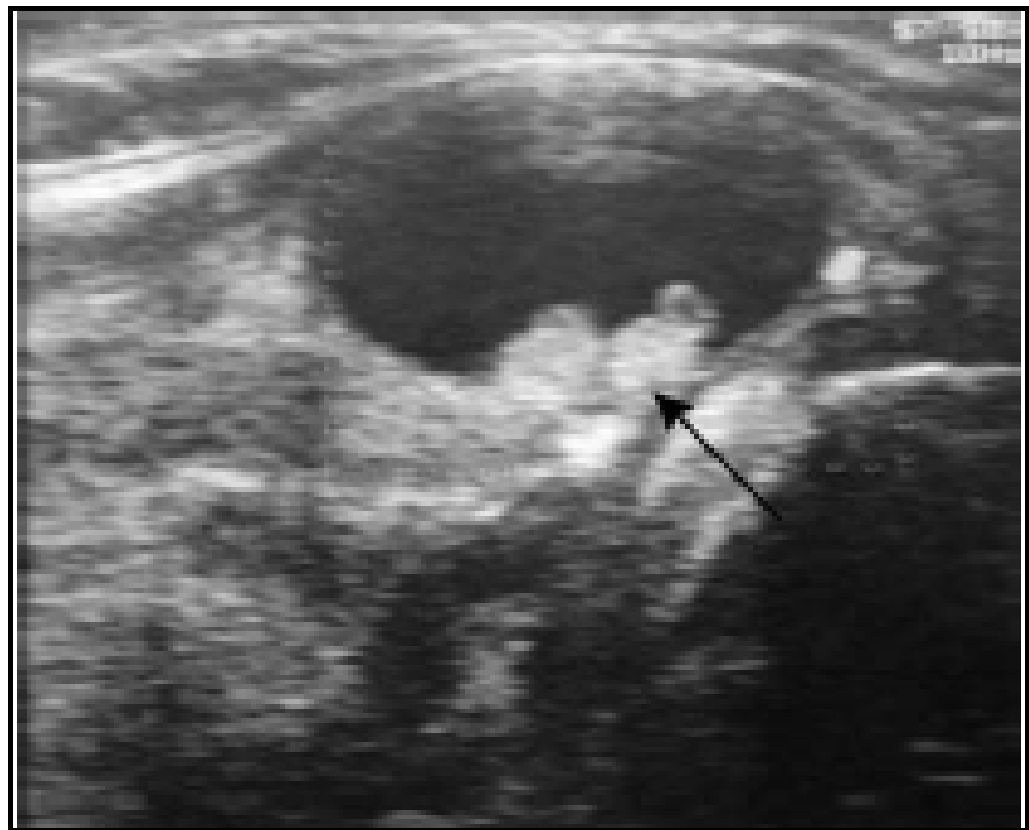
échographie cervicale montrant un aspect atypique du KTT en grande partie liquidien et contient des végétations intra-kystiques (flèche)[27]
